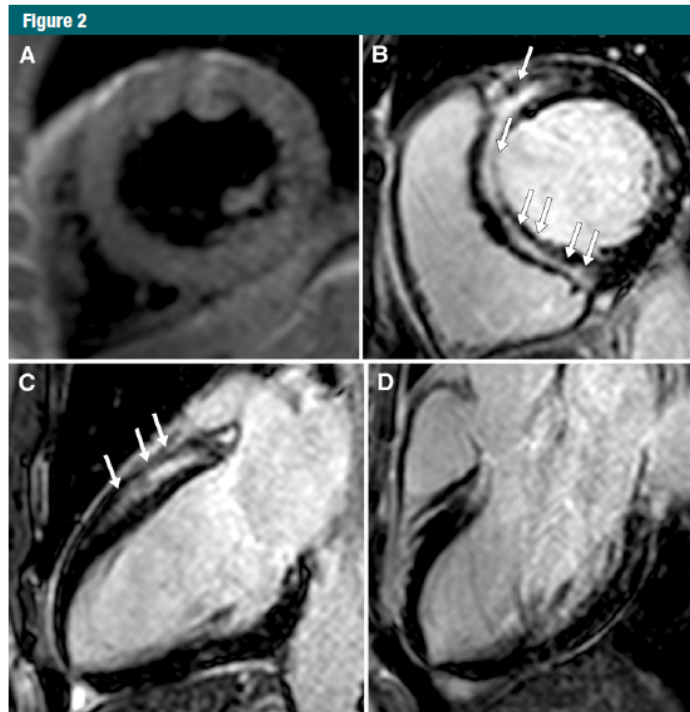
Representative MR images of inactive inflammation and scarring in a 55-year-old man with cardiac involvement of systemic sarcoidosis. Areas of enhancement are identified (arrows). *A*, T2-weighted image shows there is no increase in signal intensity. *B*, Evidence of nonischemic intramyocardial LGE. Short-axis geometry (*A*, *B*) and corresponding cross-sections in two-chamber (*C*) and three-chamber (*D*) views.
